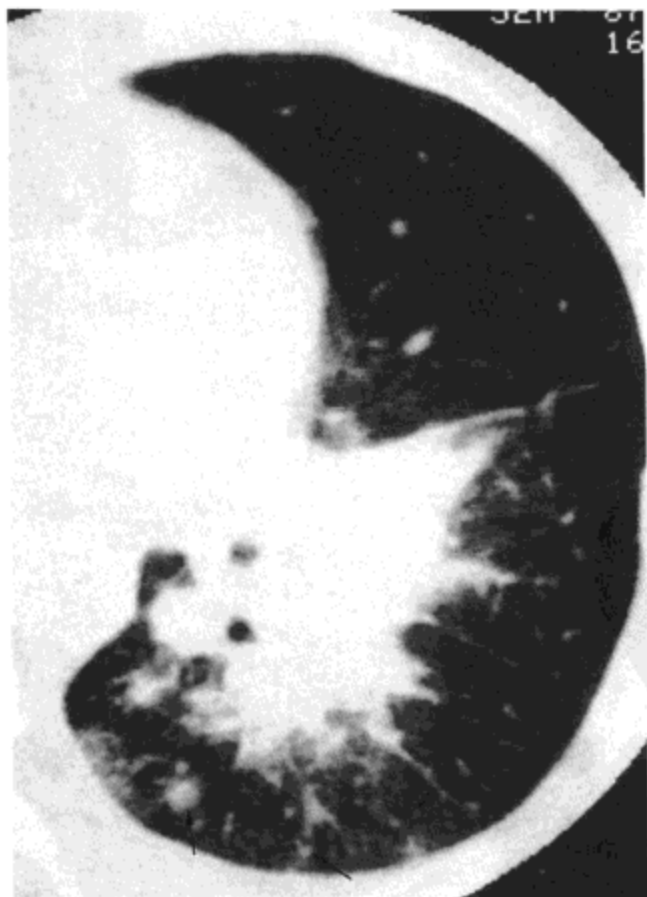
继发性肺霍奇金病。高分辨率CT影像显示局限性支气管周围的肺实变。模糊的小结节(箭号), 磨砂玻璃样密度影, 与小叶间隔增厚(箭头)也很明显。
